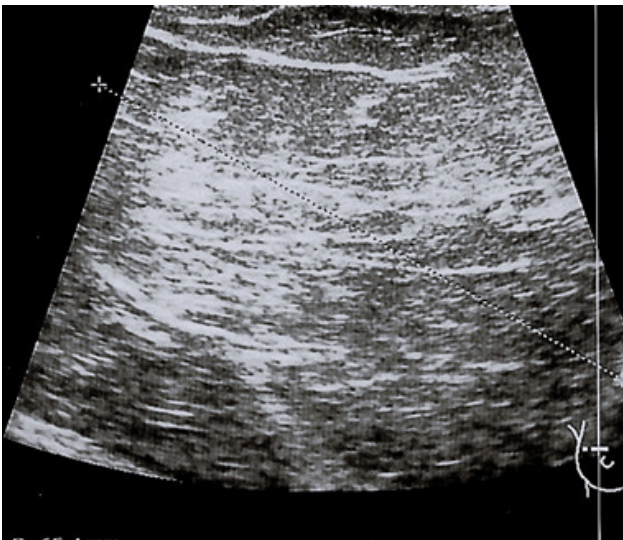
Ecografia da mama direita mostra lesão com ecoestrutura semelhante à gordura adjacente.
